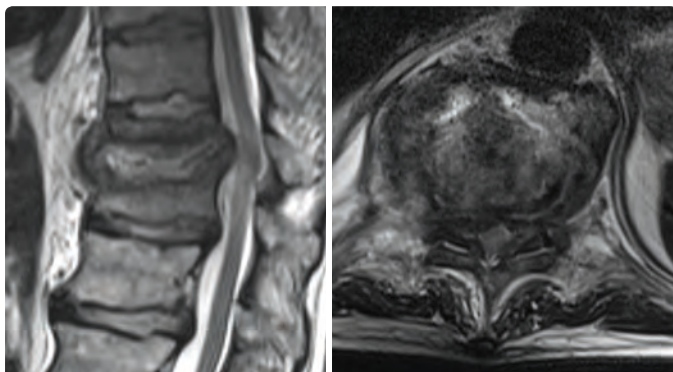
ON SAGITTAL AND AXIAL MRI IMAGES THE MYELON COMPRESSION CAUSED BY SPONDYLODISCITIS CAN BE OBSERVED. LEFT SIDE PICTURE SHOWS ALSO THE KYPHOTIC DEFORMITY
